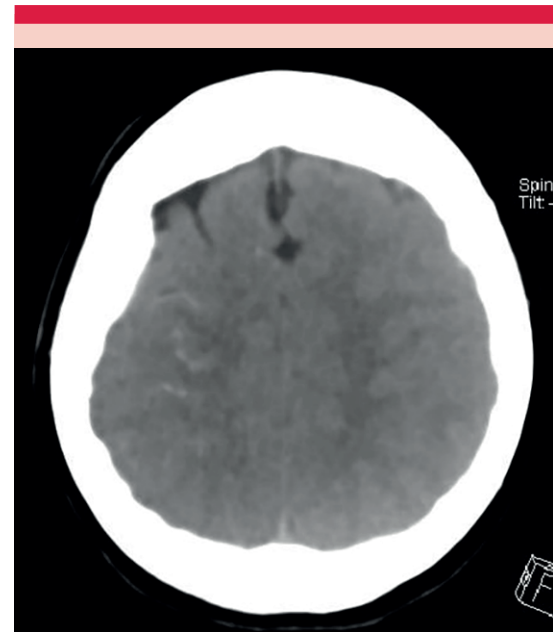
Tomografía computada de cráneo con evidencia de calcificaciones lineales en la región frontoparietal derecha.
